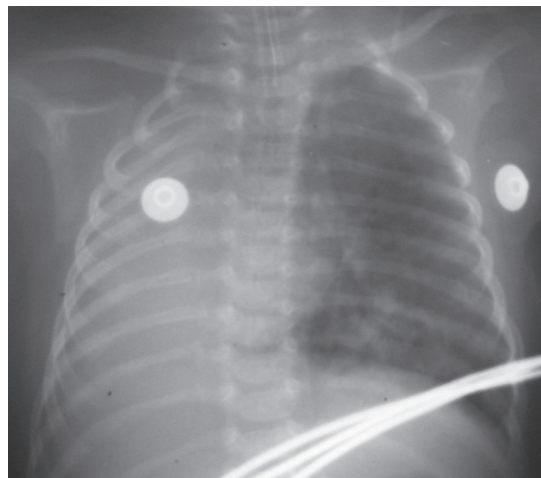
Radiografía anteroposterior del tórax: radiopacidad completa de hemitórax derecho con desviación de mediastino de manera ipsilateral.
